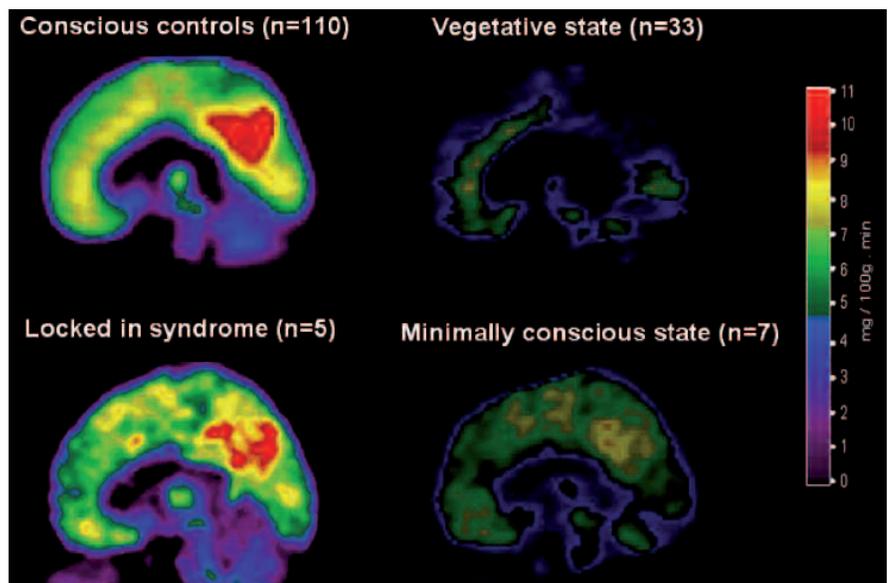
aspetto della PET in soggetti controllo consci (n=110), negli SVP (n=33), in casi di Locked-in syndrome (n=5) e di MCS (n=7)
